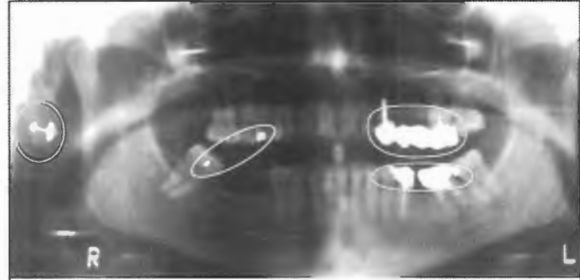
Imagem da radiografia panorâmica visualiza diversos metais; as correntes galvânicas serão inevitáveis.
